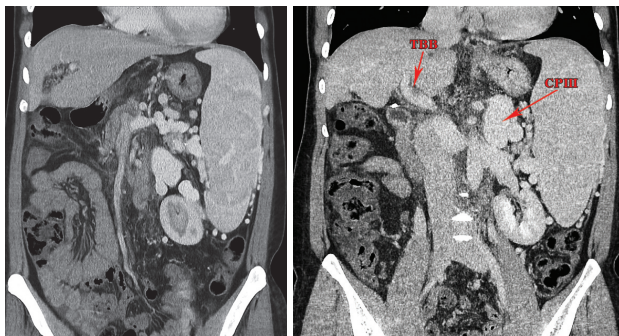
Трехфазная мультиспиральная компьютерная томограмма. Отмечается наличие пристеночного тромбоза воротной вены и гигантского спонтанного спленоренального шунта
